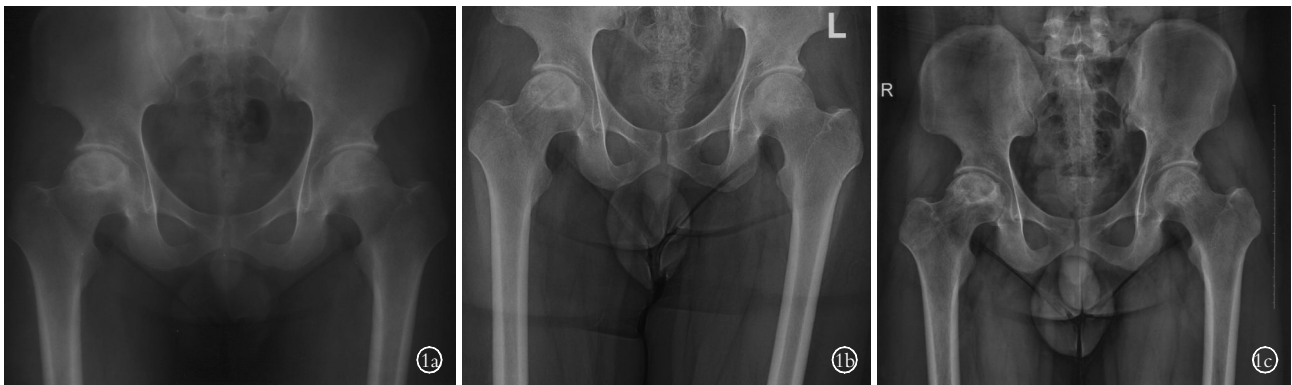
患者,男,37岁,股骨头坏死钻孔减压 1a.术前X线片示双侧股骨头坏死,右侧为Ficat III期,左侧为Ficat II期 1b.股骨头钻孔减压术后X线片 1c.术后6年随访X线片显示双侧股骨头坏死灶未进一步进展
